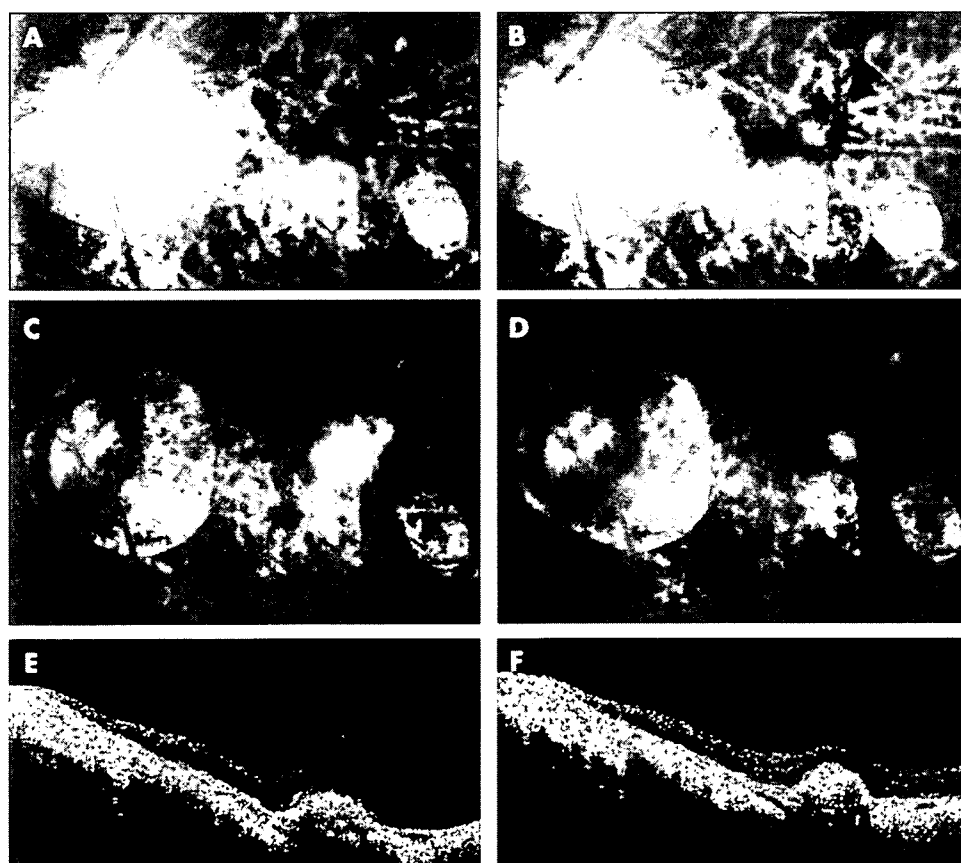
Case 2. (A) Fundus photograph showing the myopic choroidal neovascularisation (mCNV) before treatment (arrowhead). (B) Fundus photograph showing choroidal neovascularisation after treatment (arrowhead). (C) Fluorescein angiography (FA) in the late phase (10 min) showing leakage from the mCNV (arrowhead) before treatment. (D) FA in the late phase (12 min) showing reduced leakage from the mCNV (arrowhead) 4 months after injection. (E) Horizontal optical coherence tomography (OCT) image showing raised retinal reflectivity and a hyper-reflective lesion under the retina that corresponds to the mCNV before treatment. The thickness of the swollen fovea is 245 μm . (F) OCT image 5 months after intravitreal injection showing the smaller high-density lesion under the retinal reflectivity compared with that before treatment. The thickness of the foveal retina decreased to 147 μm . The BCVA improved from 0.3 to 0.6.
